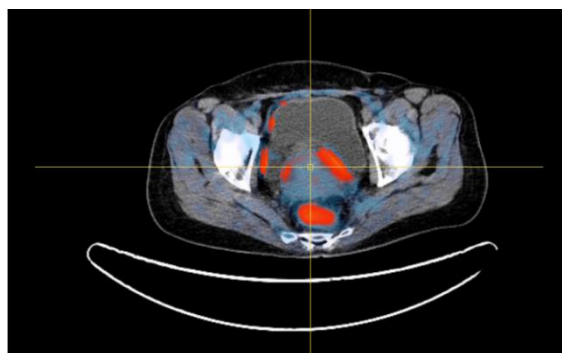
Imagem axial de ^{18}F -FDG PET/CT obtido em fase pós-radioterapia externa e pré-braquiterapia, com ocultação da bexiga. A área correspondente à lesão primária apresenta baixa captação. As captações intensas do recto e das zonas periféricas da bexiga poderão traduzir fenómenos inflamatórios intensos.
